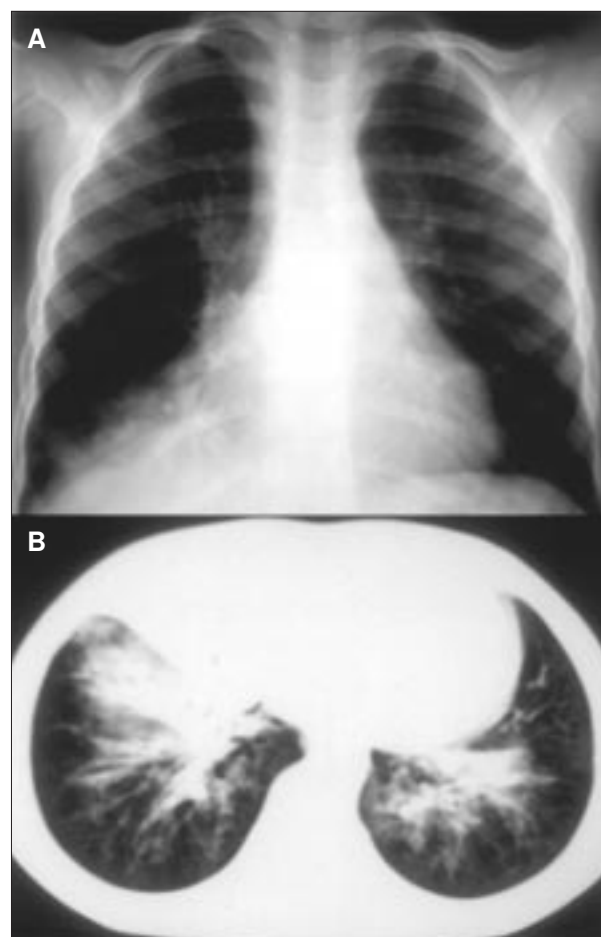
Caso 1. A) Radiografía de tórax: neumonía basal derecha y de lóbulo medio. B) TC torácica: bronquiectasias.
